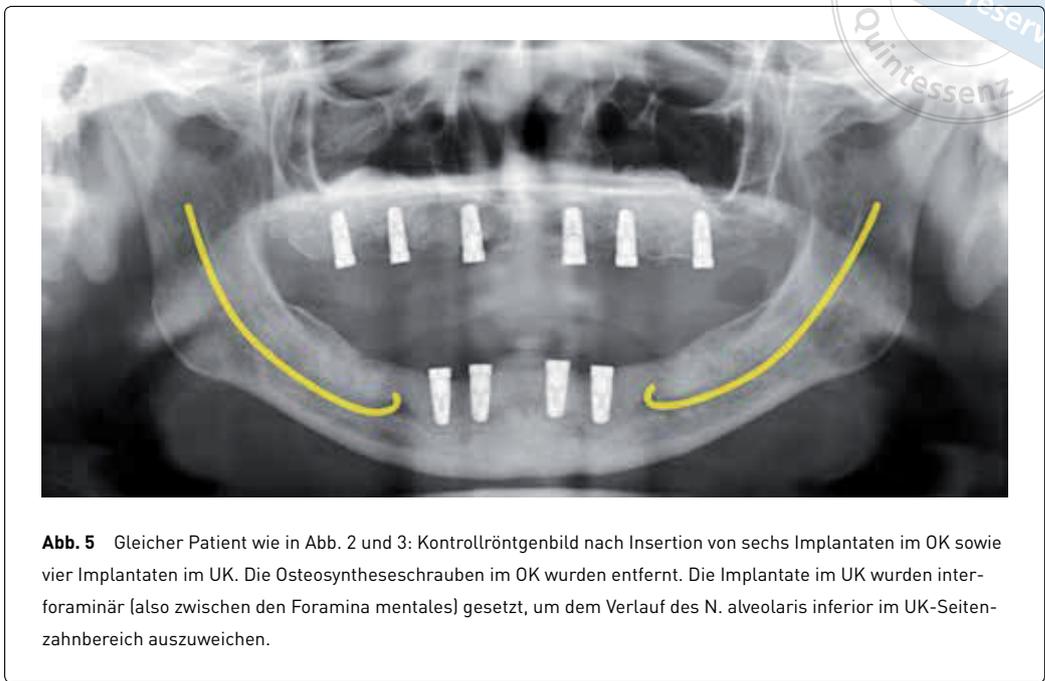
Gleicher Patient wie in Abb. 2 und 3: Kontrollröntgenbild nach Insertion von sechs Implantaten im OK sowie vier Implantaten im UK. Die Osteosyntheseschrauben im OK wurden entfernt. Die Implantate im UK wurden interforaminär (also zwischen den Foramina mentales) gesetzt, um dem Verlauf des N. alveolaris inferior im UK-Seitenzahnbereich auszuweichen.
